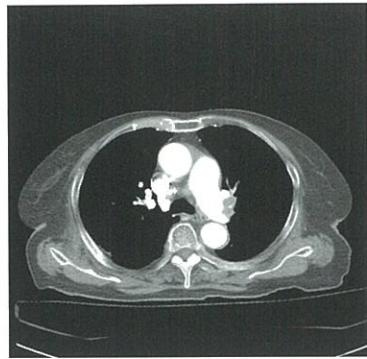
造影CT画像で左肺動脈の造影欠損を認める。
